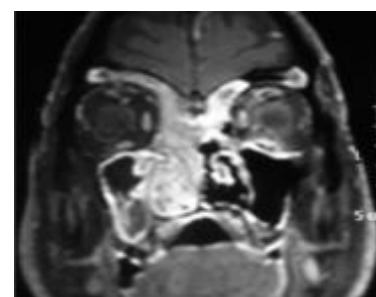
IRM en coupe coronale : rehaussement naso-ethmoïdo-frontal droit. après injection de Gadolinium
